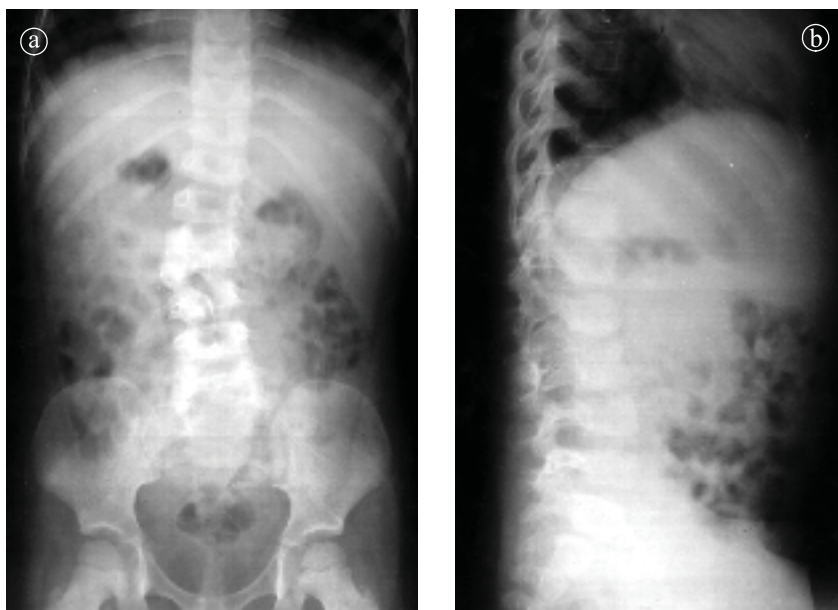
7. Bloc vertebral congenital, L2-L3, spina bifida oculta L4. Radiografie coloană lombară a) AP și b) LL.
